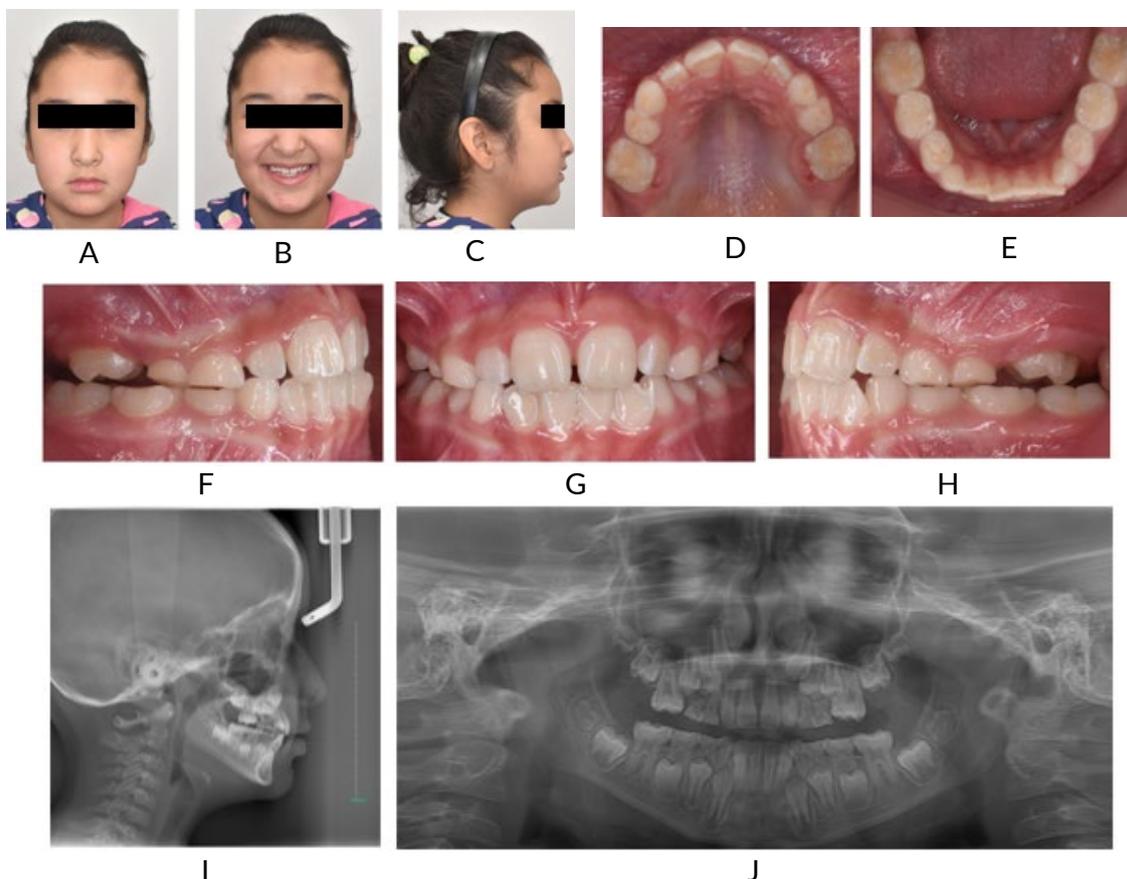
Fotografías intra y extraorales 2020 (7 años): frontal (A), sonrisa (B), perfil derecho (C), oclusal superior (D), oclusal inferior (E), oclusión (F), lateral derecho (G), lateral izquierdo (H), Radiografía cefálica lateral (I), Radiografía panorámica (J)
